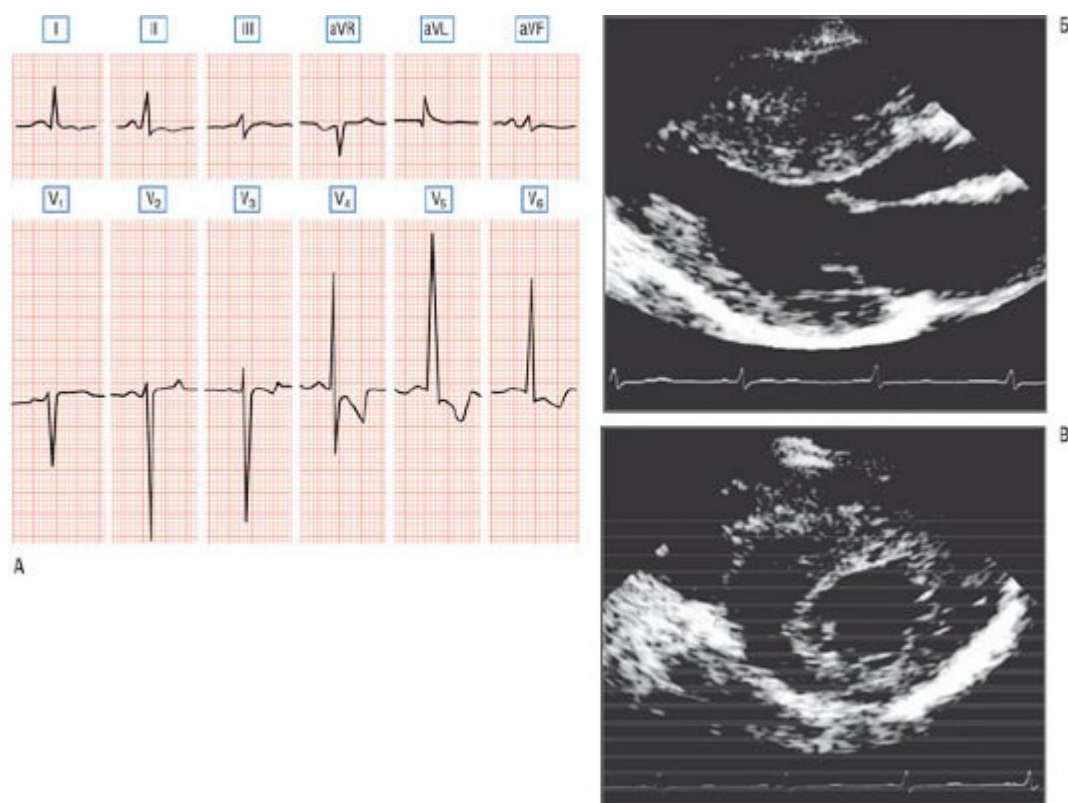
Электрокардиографические и эхокардиографические находки у спортсмена с диагностированной гипертрофической кардиомиопатией, не предъявлявшего жалоб: заболевание было заподозрено во время профилактического обследования благодаря изменениям на ЭКГ в виде большого вольтажа комплекса QRS и плоских (инвертированных) зубцов T в нижнебоковых отведениях. А - гипертрофическая кардиомиопатия была диагностирована при ЭхоКГ, обнаружившей значимую асимметричную (преимущественно перегородочную) гипертрофию ЛЖ. Б - продольная позиция. В - поперечная позиция.
